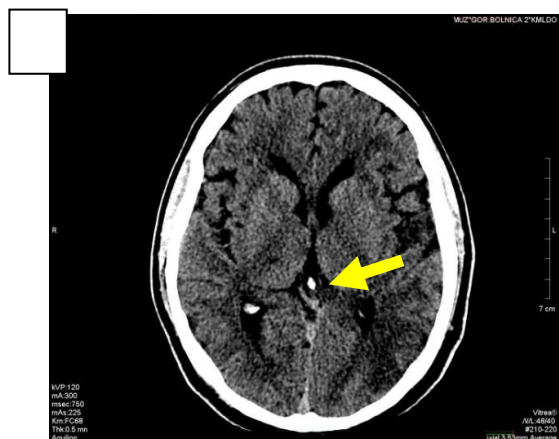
Пациент Г., 44 лет. Нативная рентгеновская КТ головного мозга через 7 часов после начала заболевания. Зона ишемии в бассейне задней мозговой артерии слева указана стрелкой
